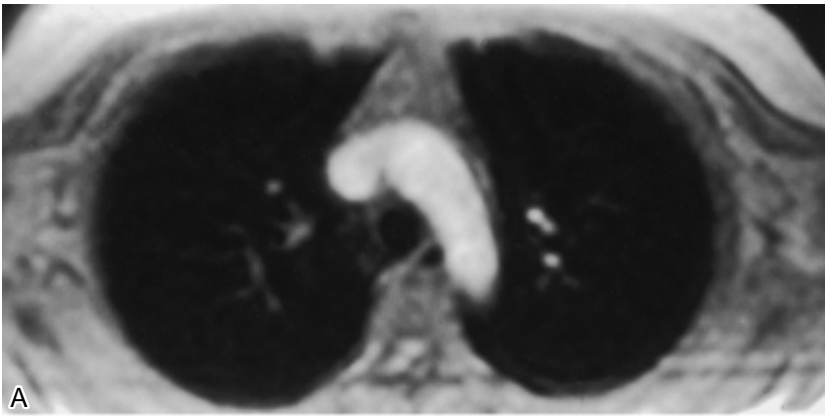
Breathing dynamic cine MRI of the chest showing transverse view of the mediastinal mass shadow : (A) on deep inspiration, and (B) on deep expiration. Remarkable discrepancy between (A) and (B) is observed.
